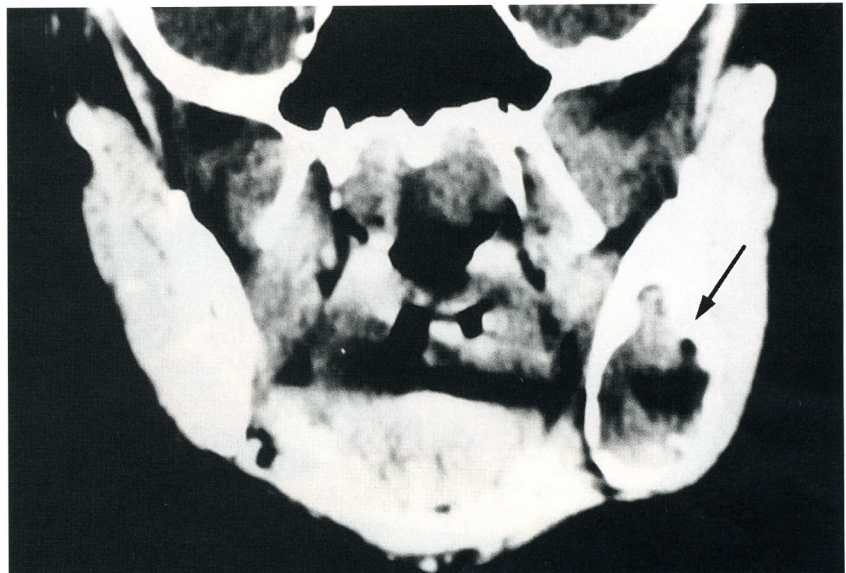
La tomografía computarizada muestra la destrucción ósea mandibular, y existe un nivel líquido (flecha).
